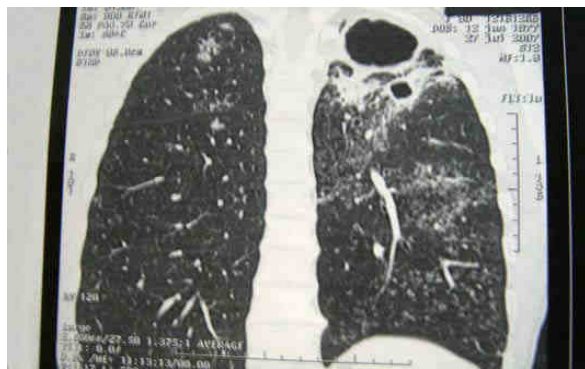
TDM thoracique montrant Tuberculose pulmonaire avec caverne apicale gauche. [15]
